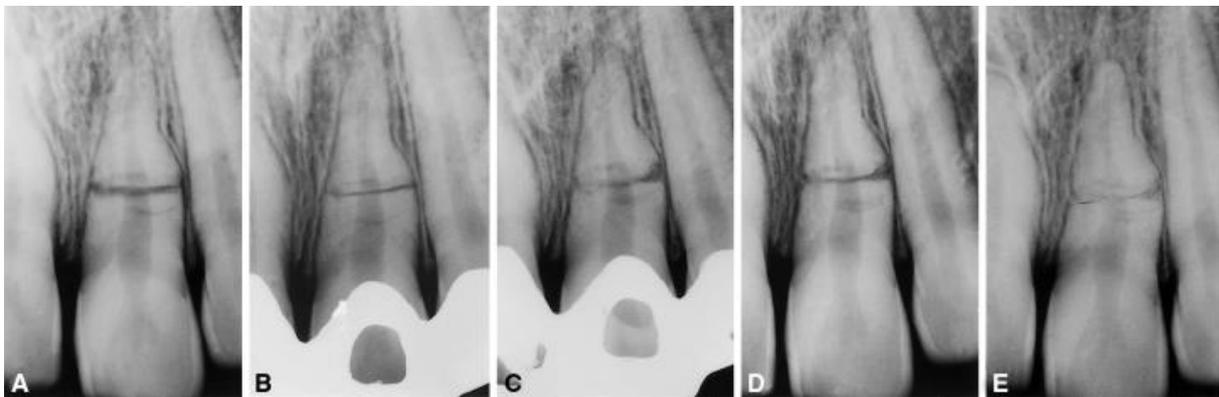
Radiographies d'une 21 présentant une fracture radiculaire horizontale qui cicatrise par interposition de tissu conjonctif ; par Cvek et coll. (2001) (37) :
